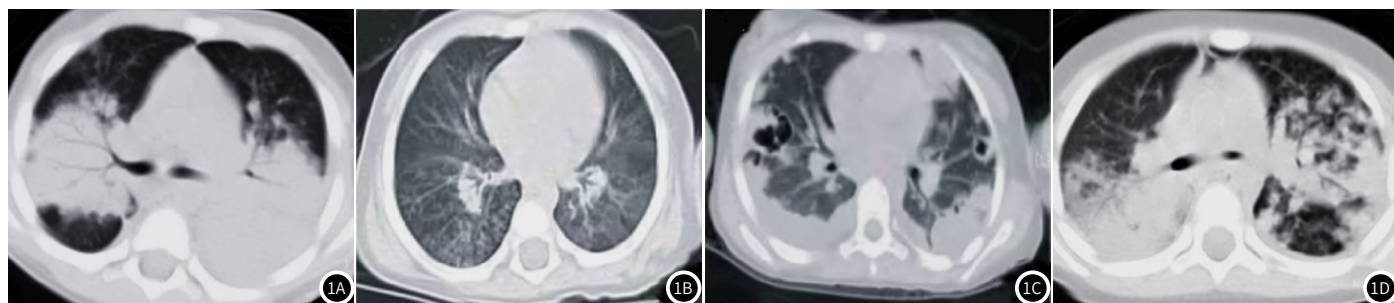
患儿CT影像图。1A：双肺见团簇状稍高密度影，边缘模糊，可见支气管充气征；1B：右肺下叶可见小结节影；1C：肺外周可见斑片状、团簇状、小空洞影，合并胸腔积液；1D：纵膈气肿。
